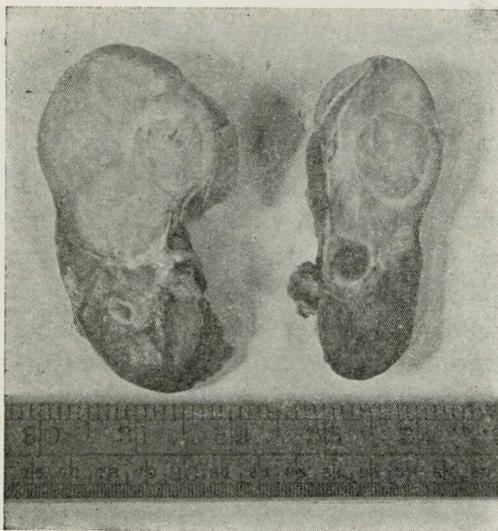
(c) — Peça operatória do caso ilustrado nas figuras 6 (a) e 6 (b), mostrando o rim e o tumor. A intervenção foi praticada depois de terminada a roentgenerapia. O tumor media então 4,5 centímetros de diâmetro
